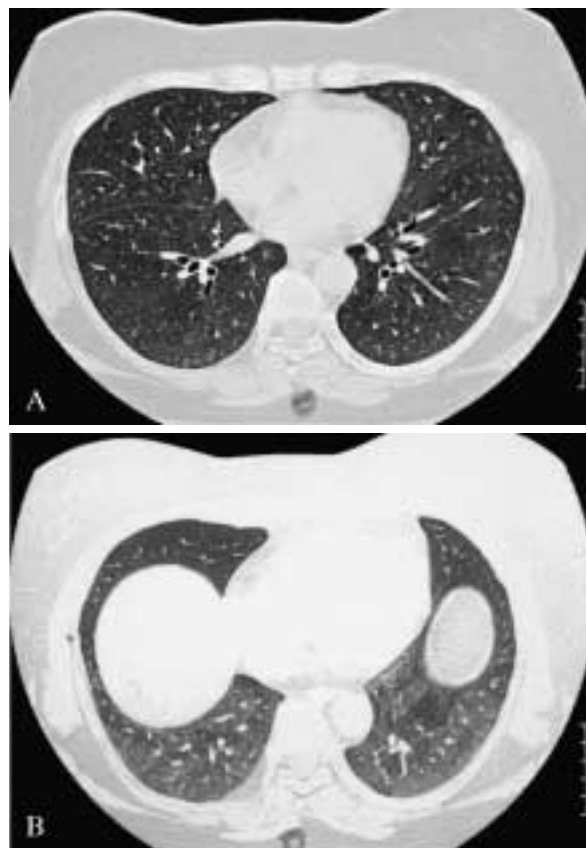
HRCT- scansioni in inspirazione (A) ed espirazione (B) a livello dei lobi inferiori che mette in evidenza aree di iperdiafania geografiche (air trapping) solo nelle scansioni in espirazione. Paziente ex-fumatrice di 59 anni.
